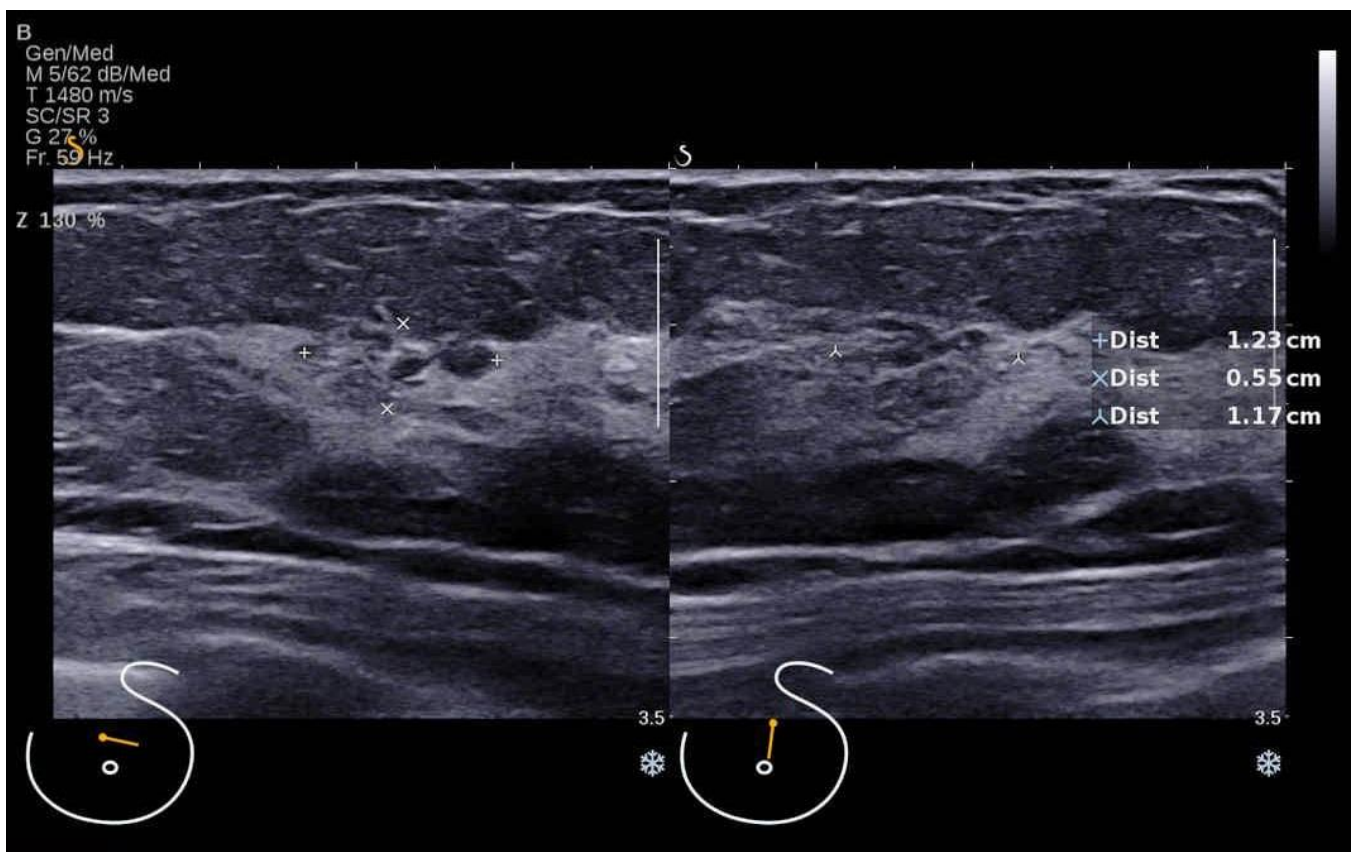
Sonography showing an area of thickened ducts without vascularity, size about 1.2x0.6x1.2 cm.
